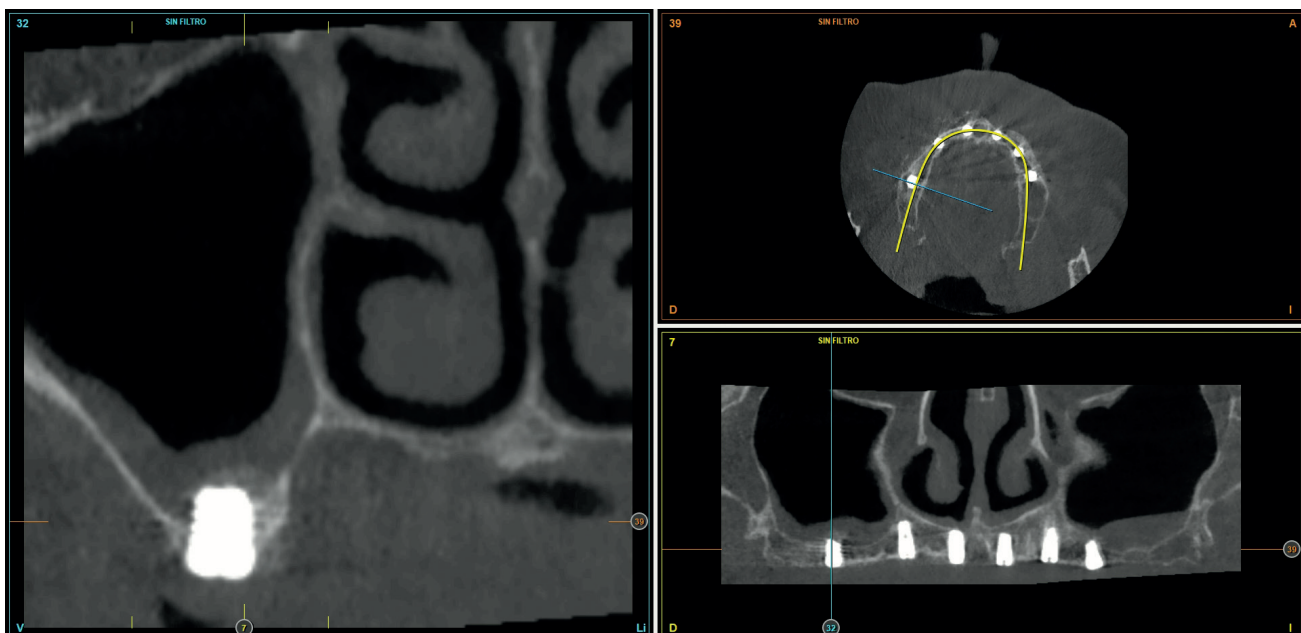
Corte del Cone-Beam 6 meses después de la inserción del implante. Se observa la integración del mismo.
